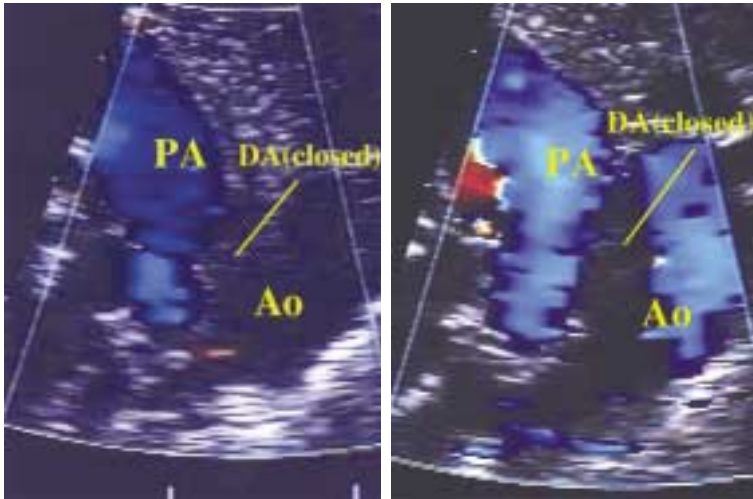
Echocardiograph just after birth(2)
